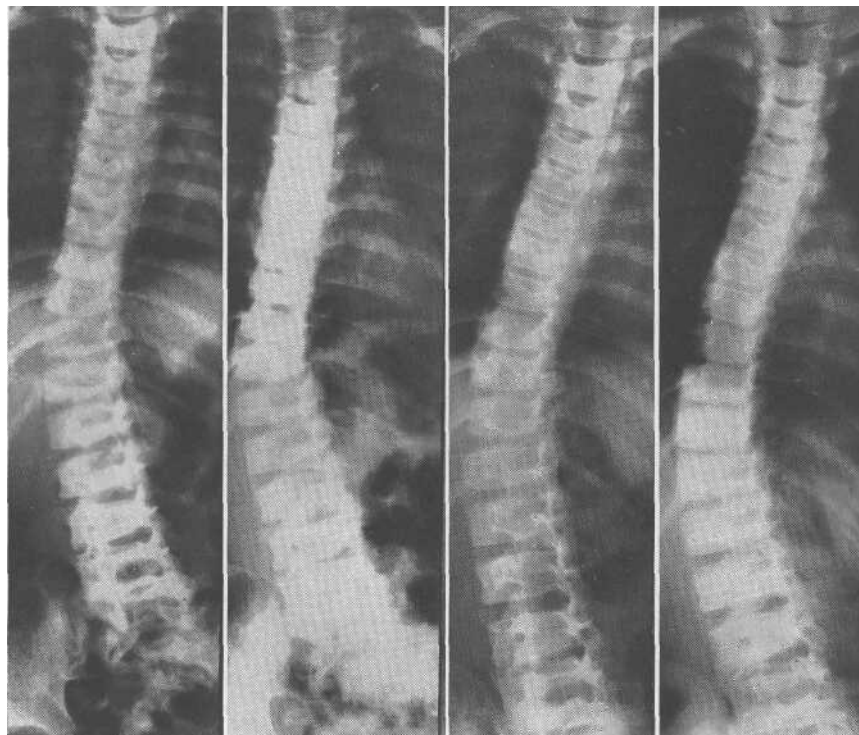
S. Bruno, a. 8. Scoliosi congenita da dismorfismo lombo-sacrale. Il confronto delle due radiografie a sinistra (supino e sotto carico) con le due a destra (supino e sotto carico) mostra che in 4 anni la scoliosi è rimasta praticamente invariata
